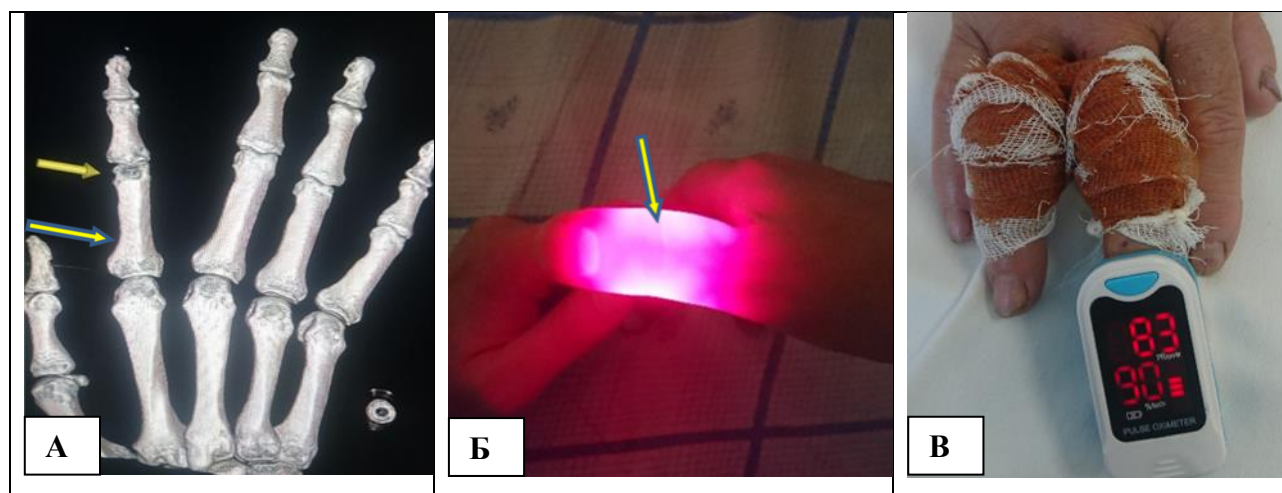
Инструментальные методы исследования кисти и пальцев. А - 3D реконструкция КТ изображения среднего межфалангового суставного панариция II пальца (стрелки); Б - Диафаноскопия пальца: суставной панариций; неровность контуров мягких тканей сустава (стрелка). В - Пульсоксиметрия кисти после снятия жгута: кровоток сохранен, оксигенация снижена.
